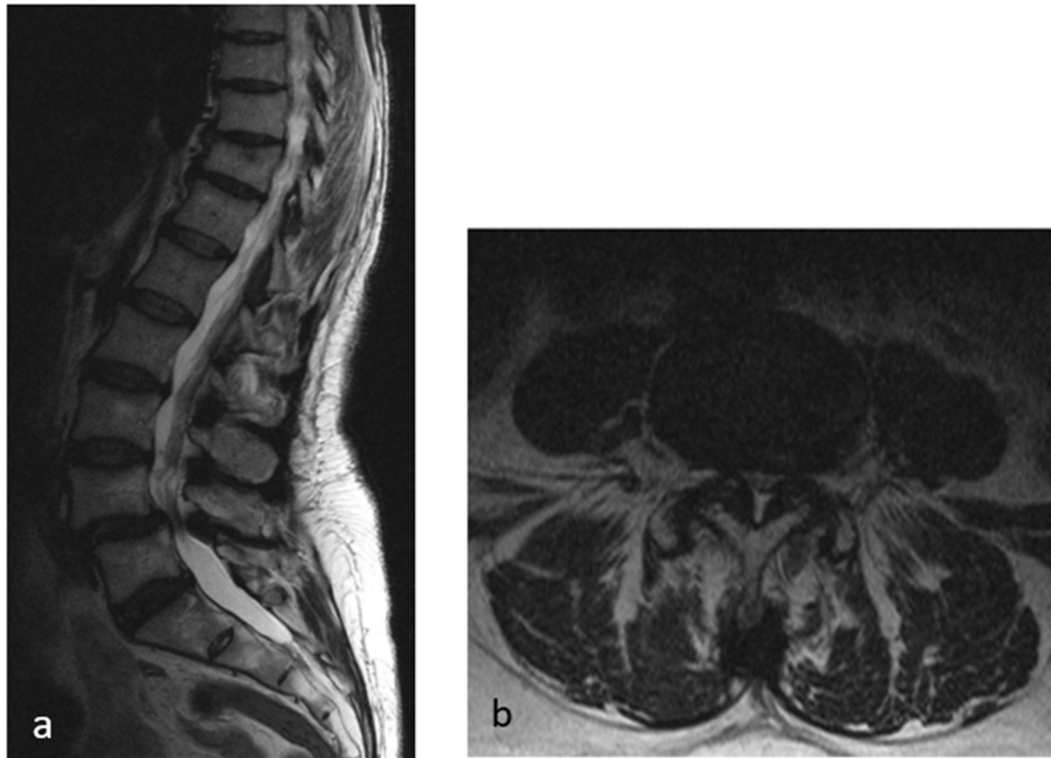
Sagittaler (a.) und axialer (b.) MRT-Schnitt in T2-Wichtung bei degenerativer Spondylolisthese L4/5, Meyerding Grad 1, mit Bandscheibendegeneration, Facettengelenksarthrose, Hypertrophie des Ligamentum flavum und Spinalkanalstenose.
